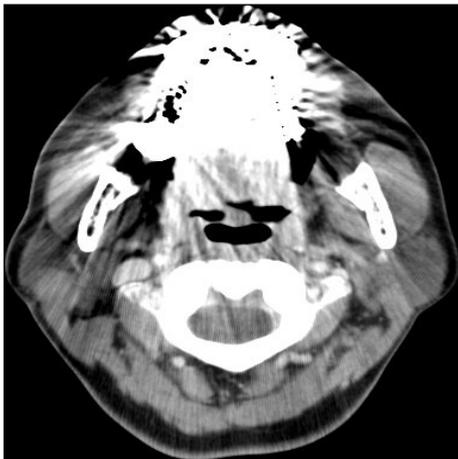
Contrast enhanced CT scan (axial view) shows nodular slightly high density mass (arrow) in right parotid gland.
